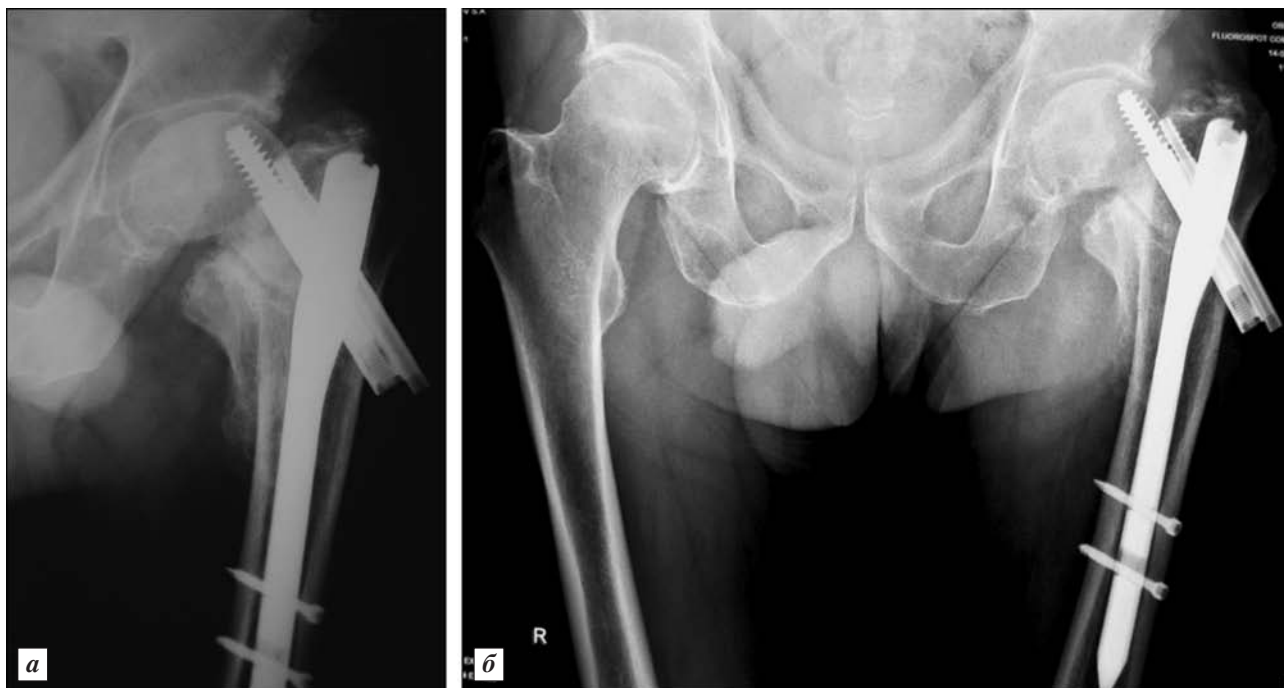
Рентгенограммы левого тазобедренного сустава в прямой и боковой проекциях у больного М., 75 лет. Сращения перелома шейки нет; миграция конструкции PFN; сросшийся перелом малого вертела; остеопороз головки бедра
